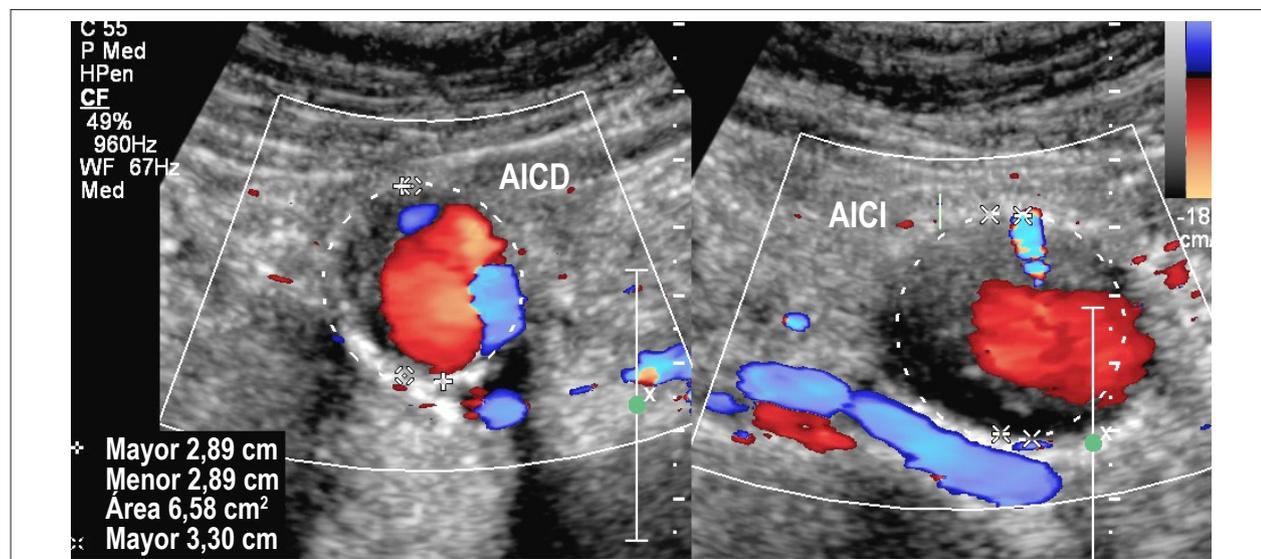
Aneurisma de la arteria ilíaca común bilateral. Imagen en corte ultrasonográfico y mapeo color: AICD = 2,89 cm; AICI = 3,3 cm.
